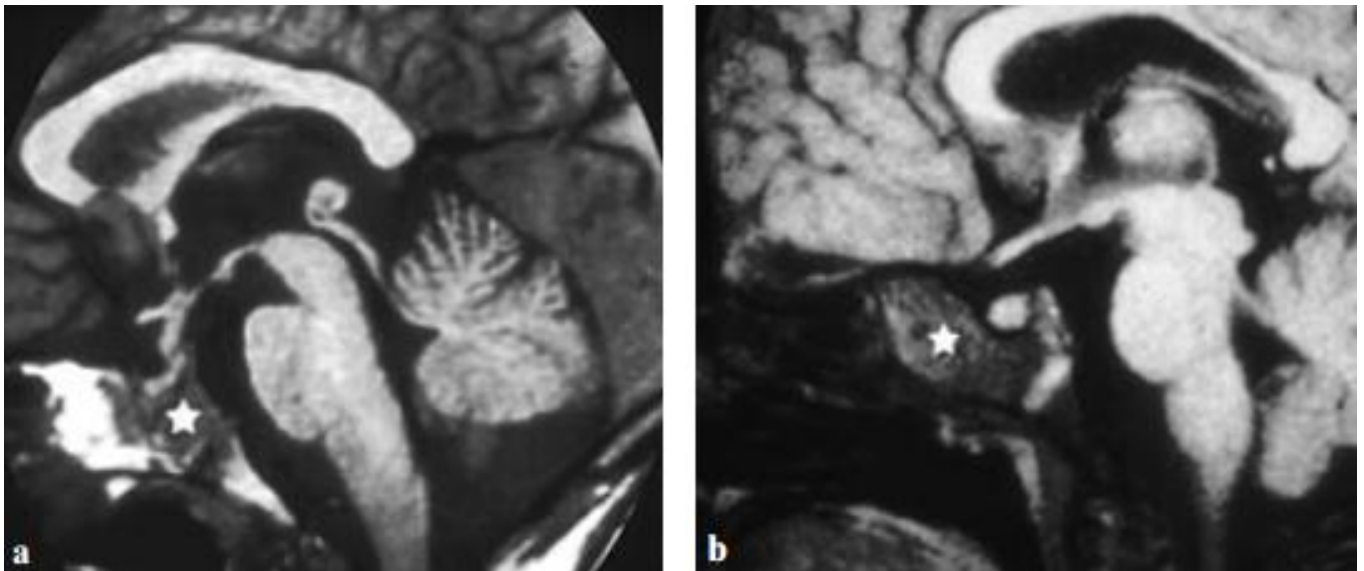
Histiocytose langerhansienne. Coupes IRM sagittales T1. Aspect d'infiltration corporeale traduite par une disparition de l'hypersignal T1 graisseux physiologique (étoiles), limité à la région sous-hypophysaire (a), ou plus étendu à l'ensemble de la région corporeale. [31]
